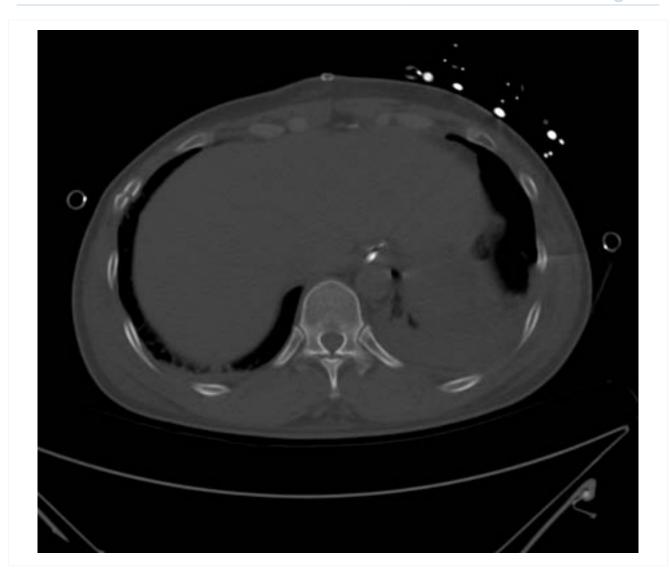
Tomografia computadorizada (TC) mostrando fratura anterolateral de costela
